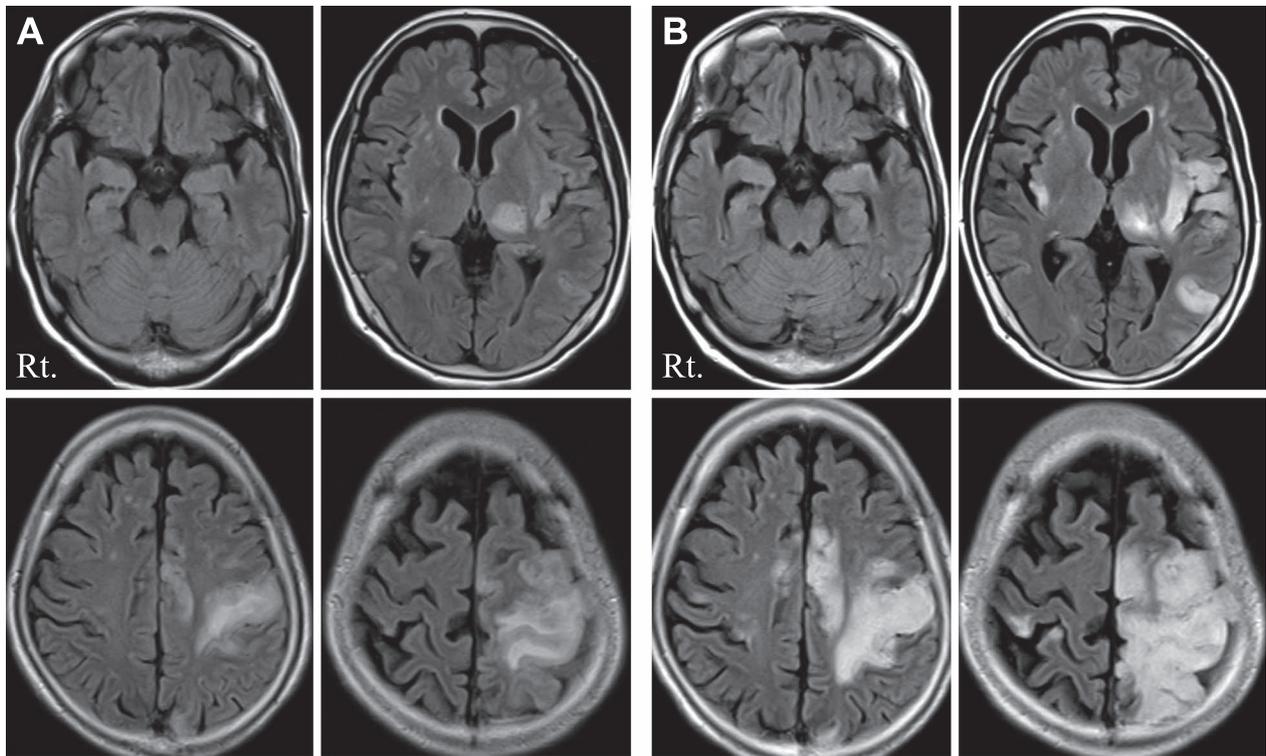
Serial axial brain MRI findings (FLAIR: 1.5 T; TR 9,000 ms, TE 95 ms).
